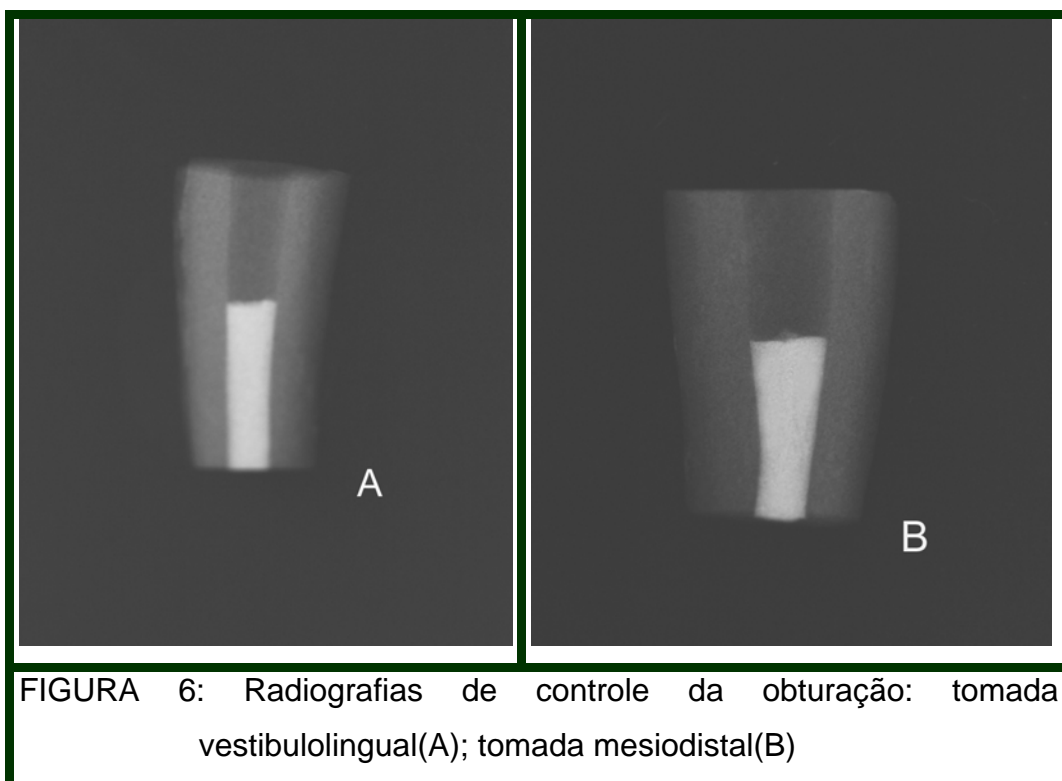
Radiografias de controle da obturação: tomada vestibulolingual(A); tomada mesiodistal(B)
